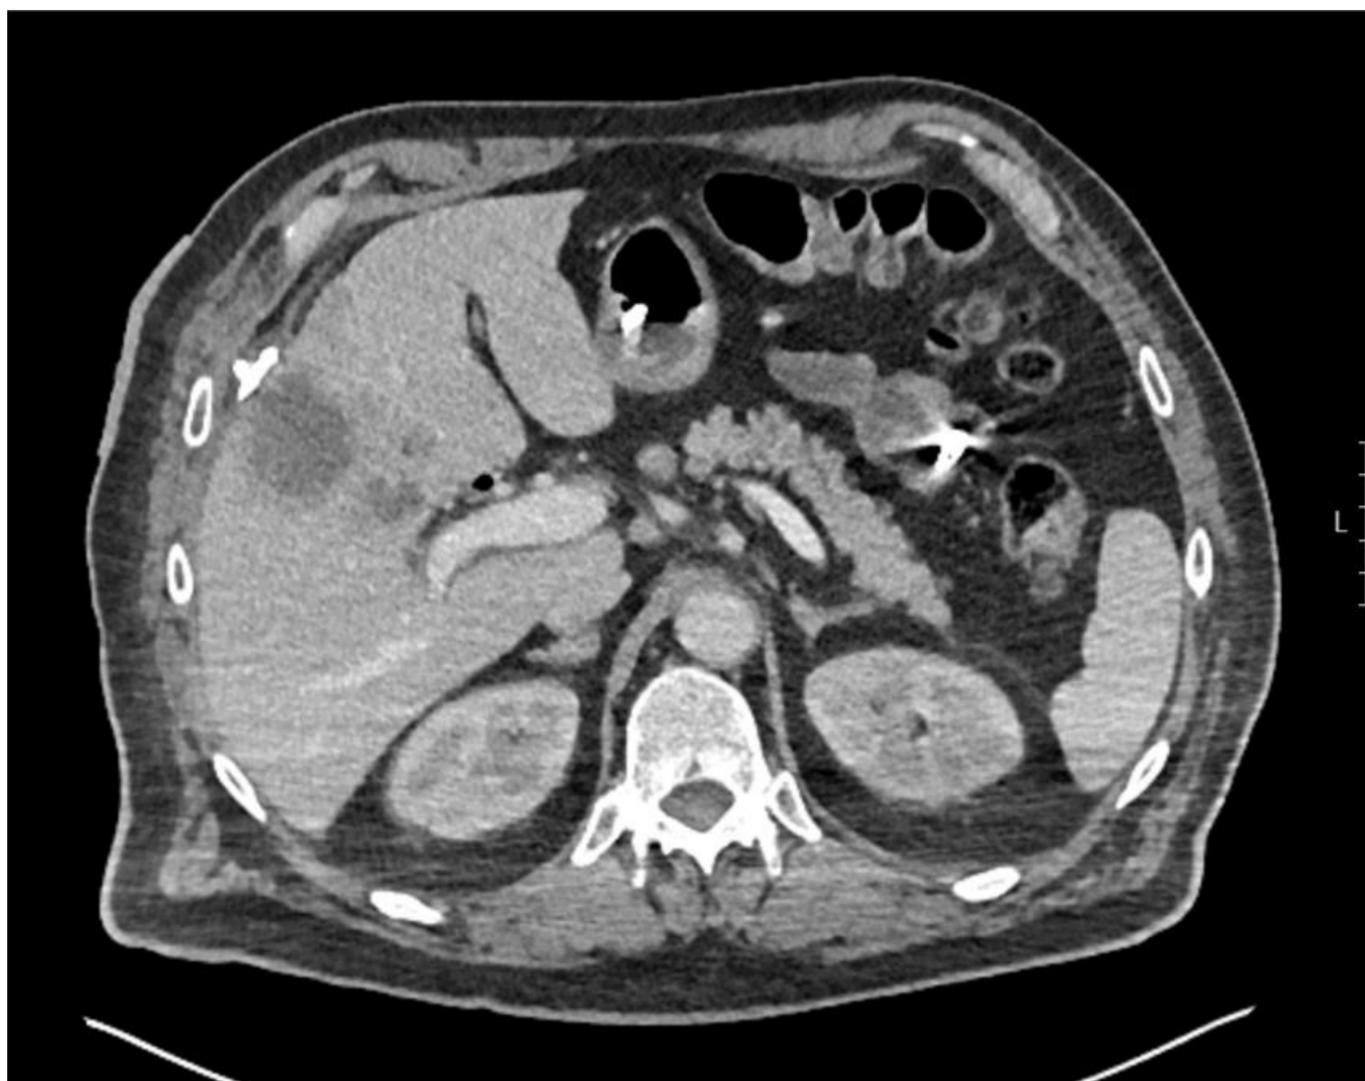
TC con CV. Catéter desalojado.
